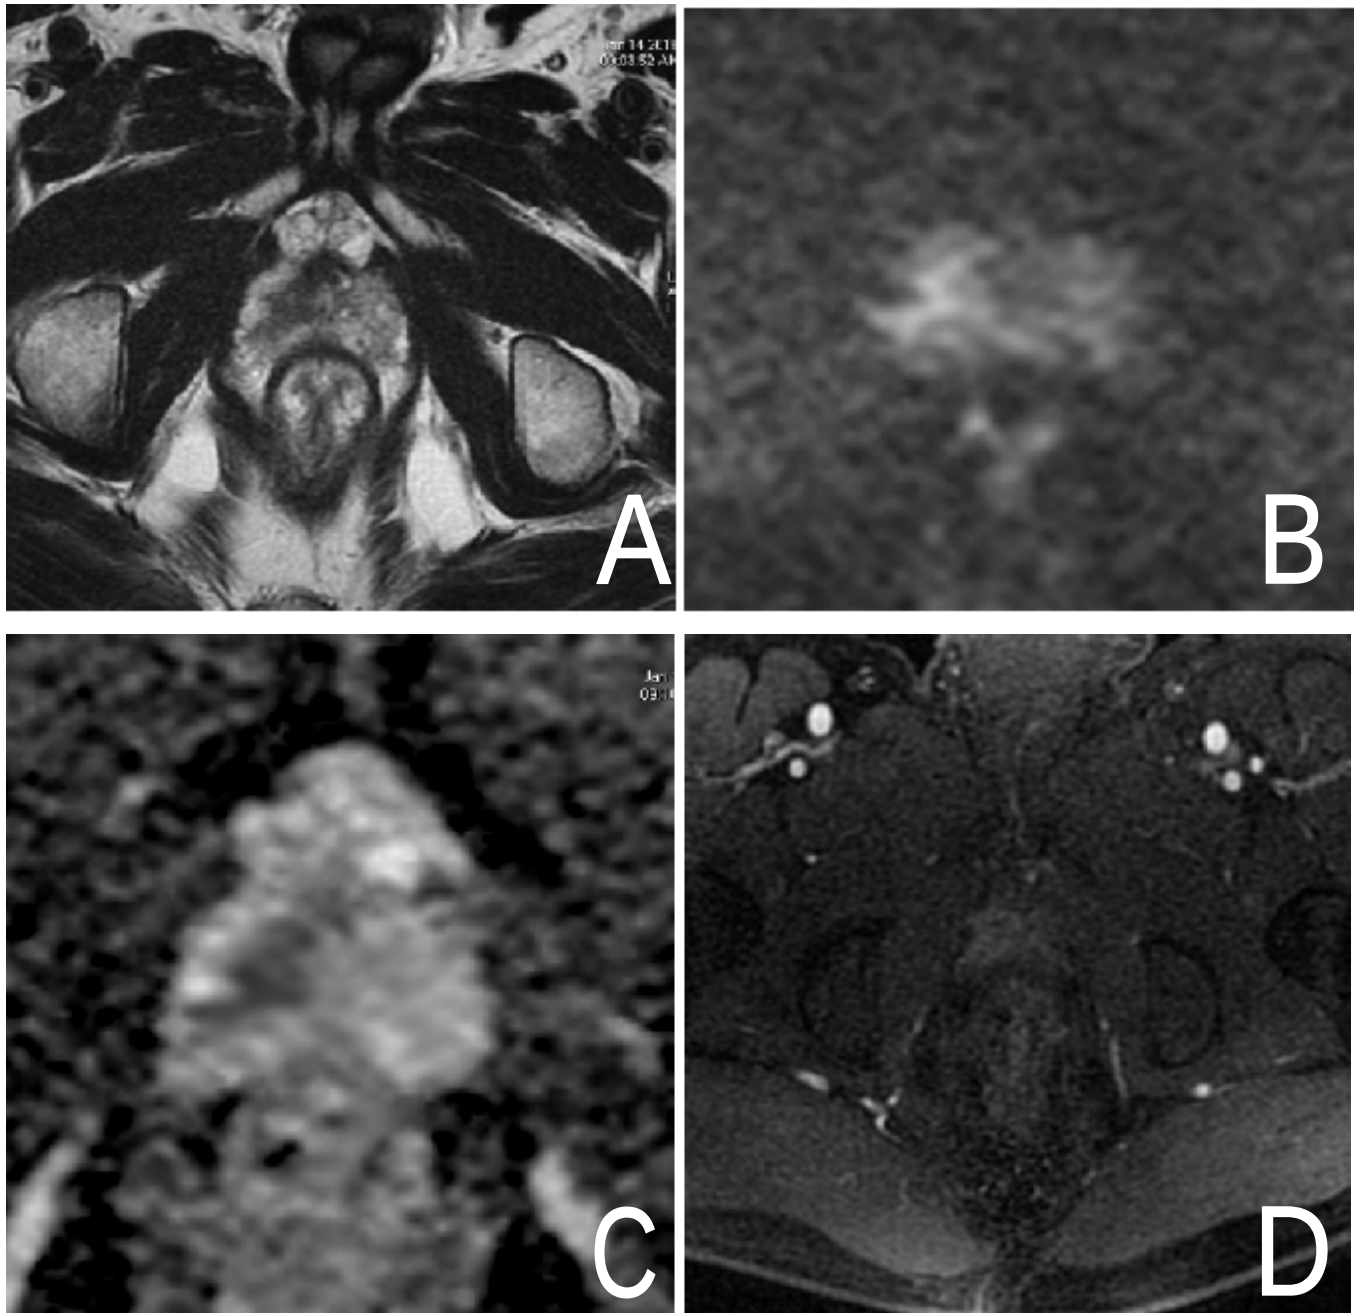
IRM Prostatique en coupes axiales montrant un nodule de la zone périphérique droite.
